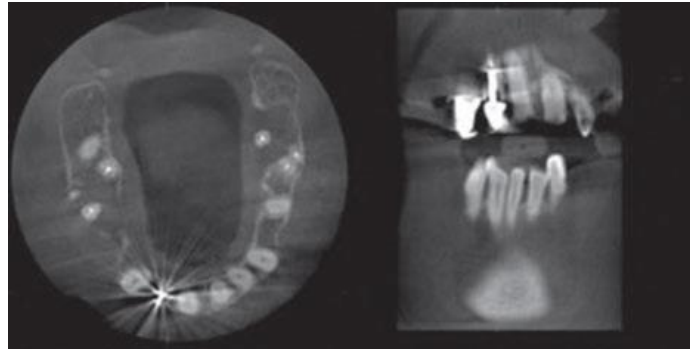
Ejemplos de la distorsión que provoca un objeto metálico durante la obtención de imágenes. (Fuente: Patel, S. New dimensions in endodontic imaging: Part 2. Cone beam computed tomography. International Endodontic Journal, Volúmen 42, 2009 pp. 467).
